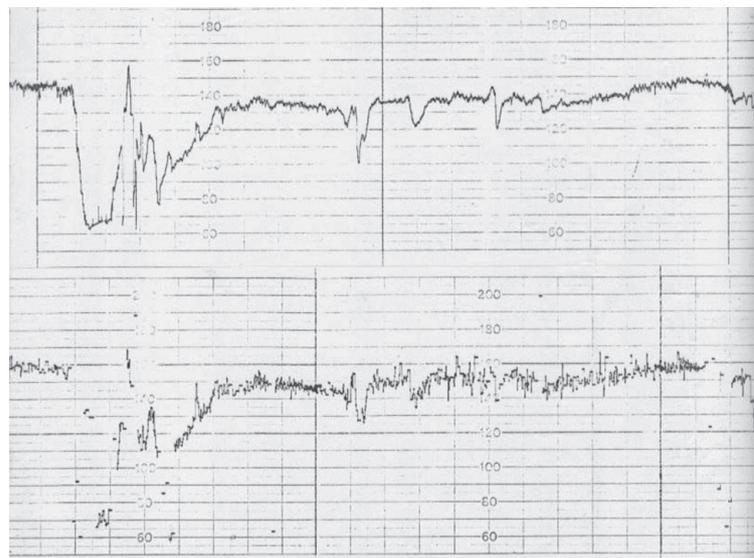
超音波ドップラ心音信号を実時間自己相関システムで計測した世界初の胎児心拍数図（上段）
